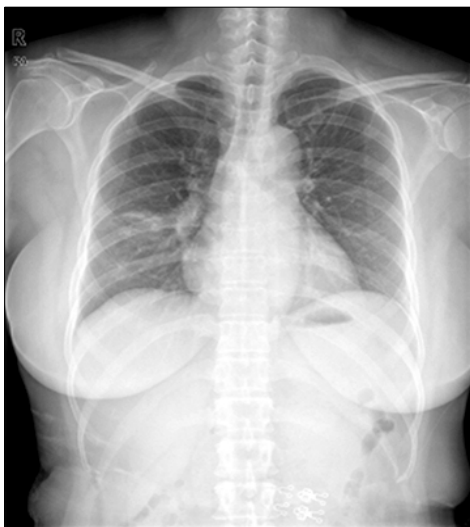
Case 1: Chest radiography showed consolidation at RML (Right middle lobe) lateral segment.
